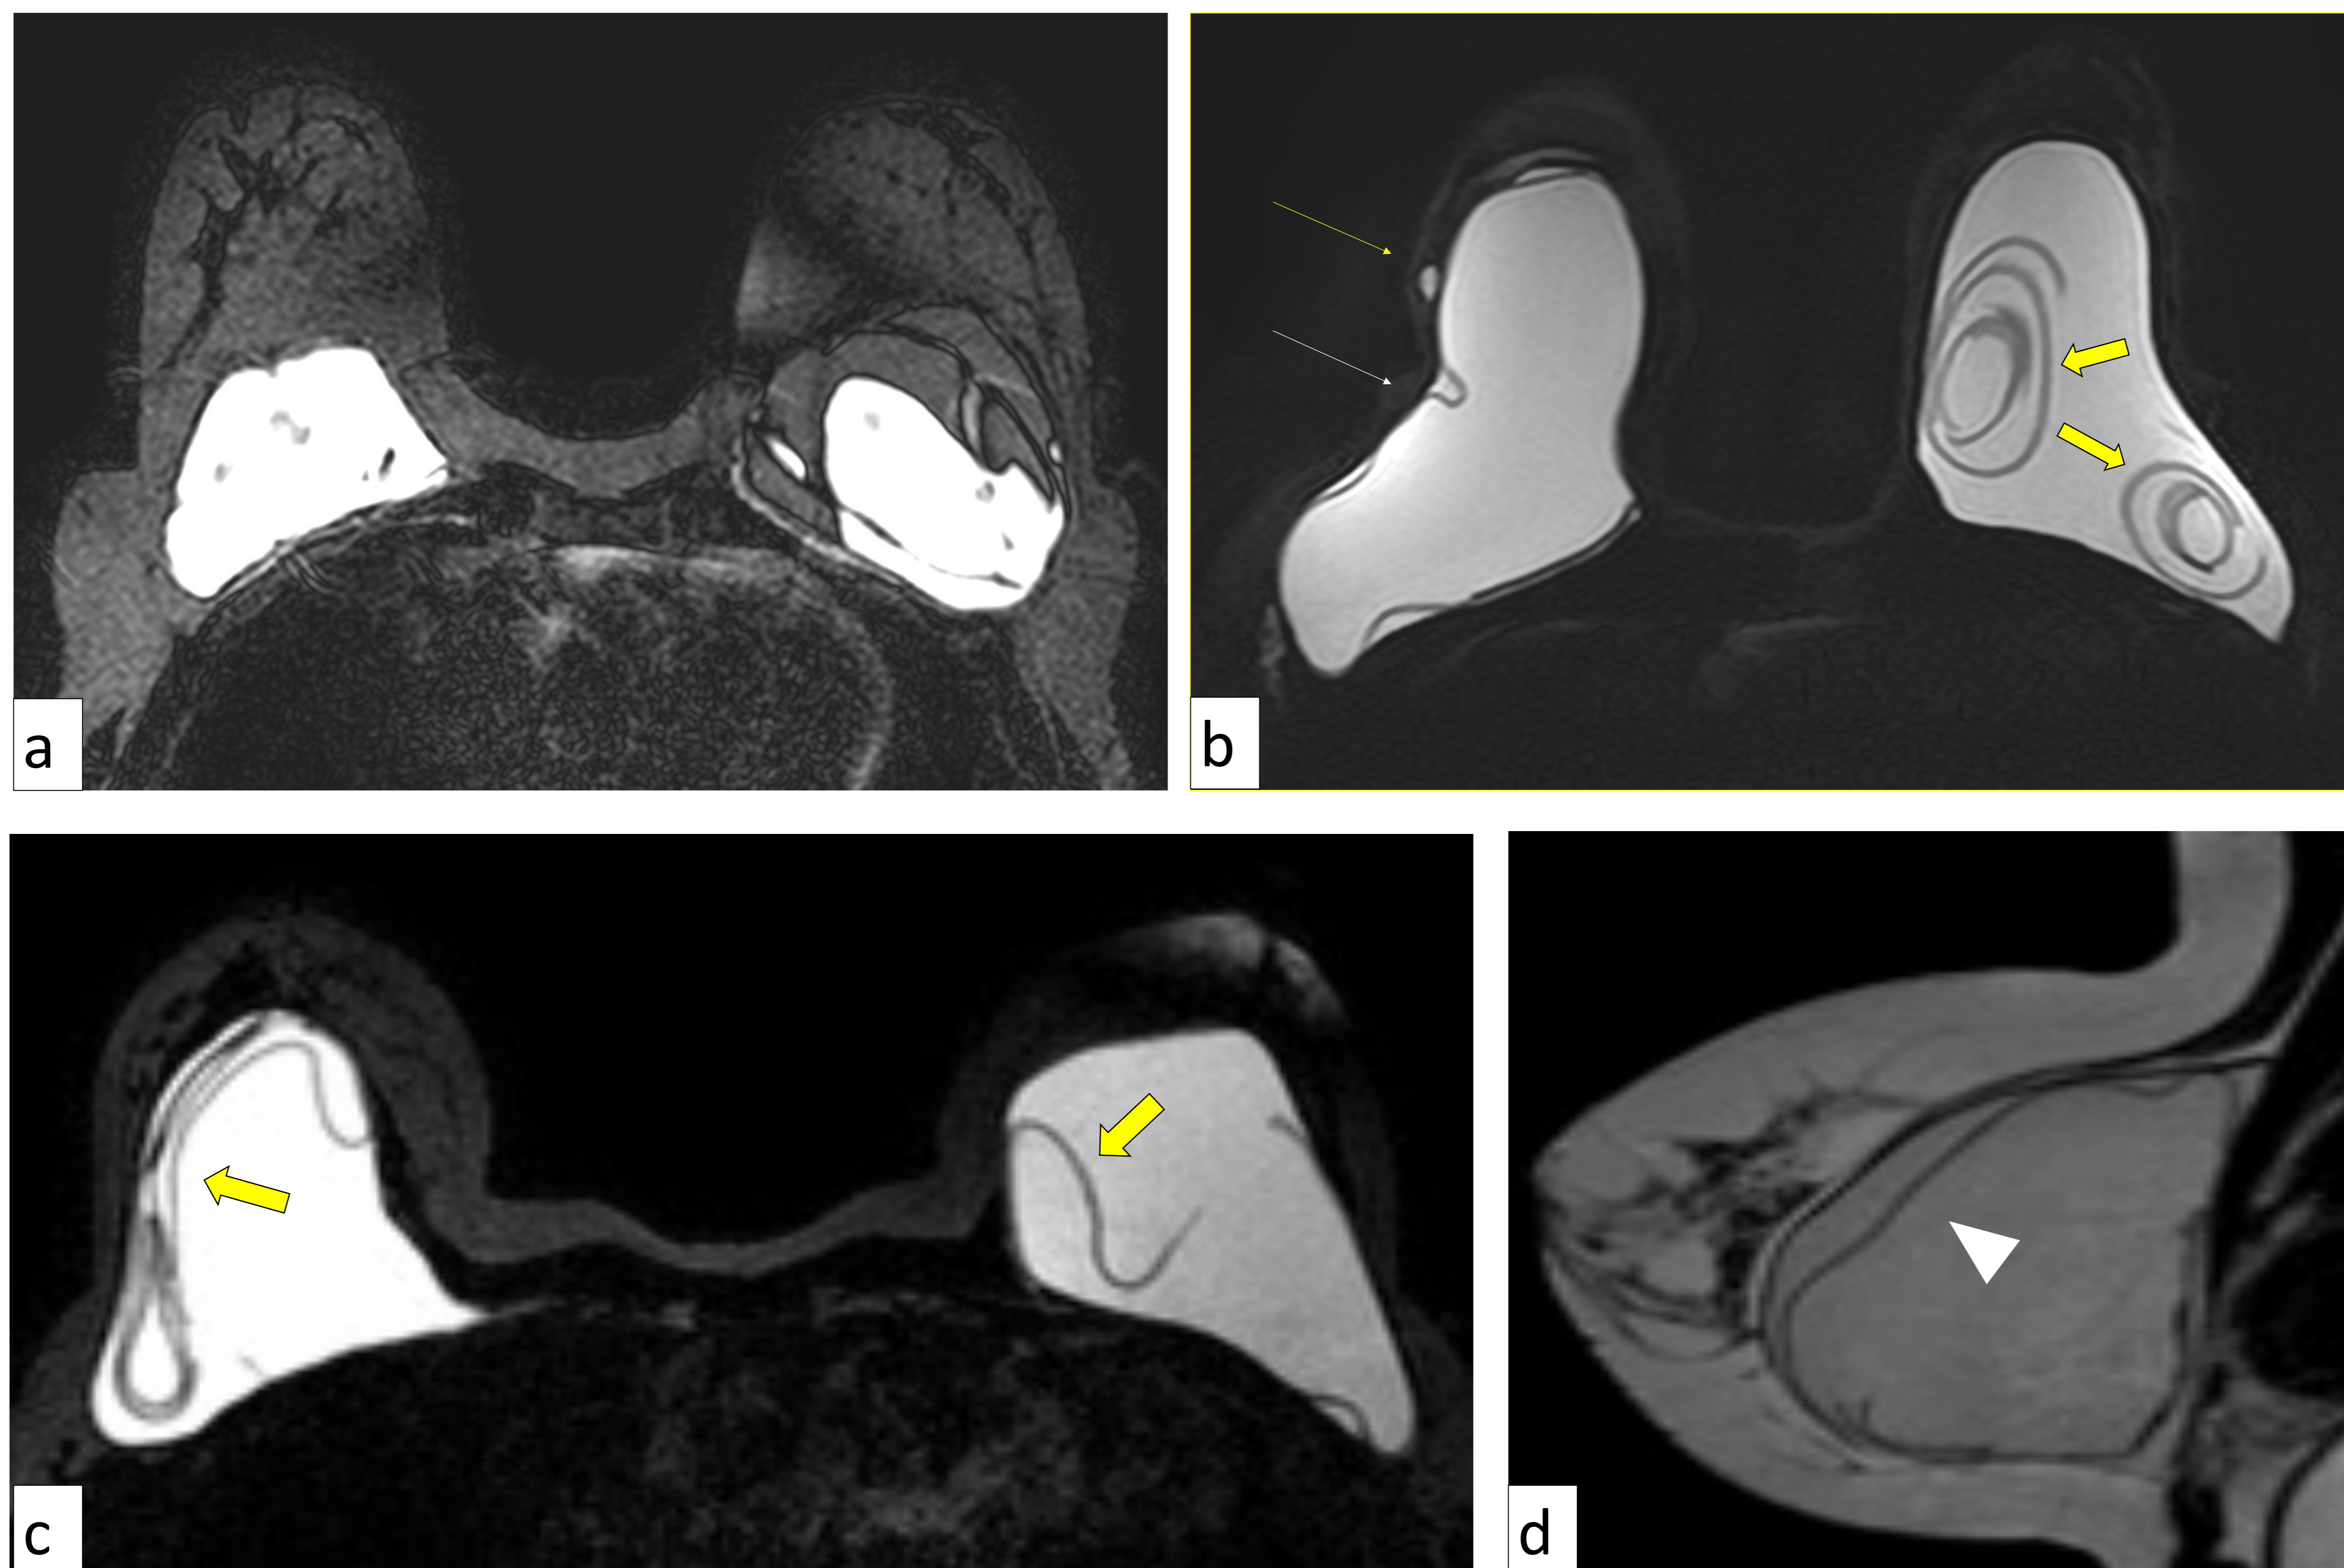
Rotura intracapsular. En RM, visualizamos heterogeneidad del contenido de ambas prótesis (a). Signos de “ojo de cerradura” (flecha blanca en b), “línea subcapsular” (punta de flecha en d), signo de “lingüini” (flecha gruesa amarilla en b y c). Además de un foco de silicona extracapsular (flecha delgada amarilla en b).
